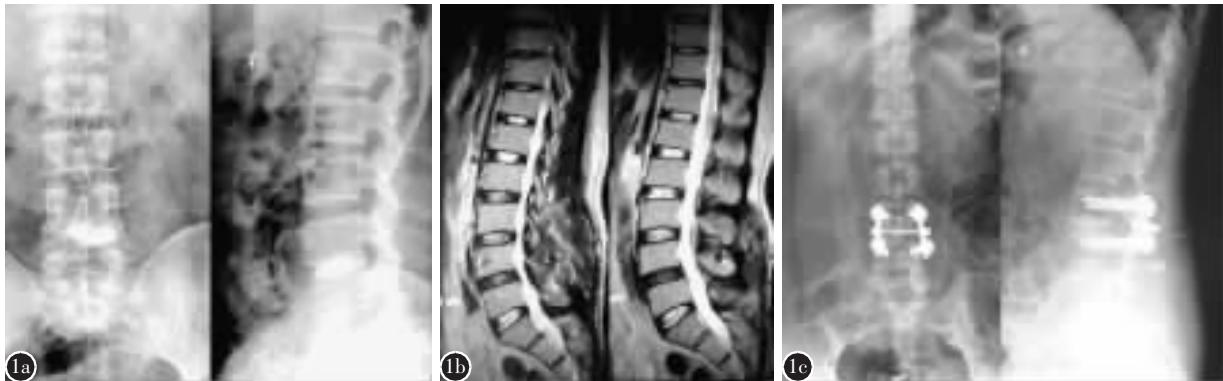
患者,女,59岁 a 术前行L4/5椎间盘造影,诱发疼痛复制,X线片未见造影剂进入椎管 b 术前MRI T2加权像示L4/5椎间盘呈低信号改变,纤维环撕裂,无髓核突出 c 术后18个月随访时X线片示椎间融合,内固定无松动、断裂
